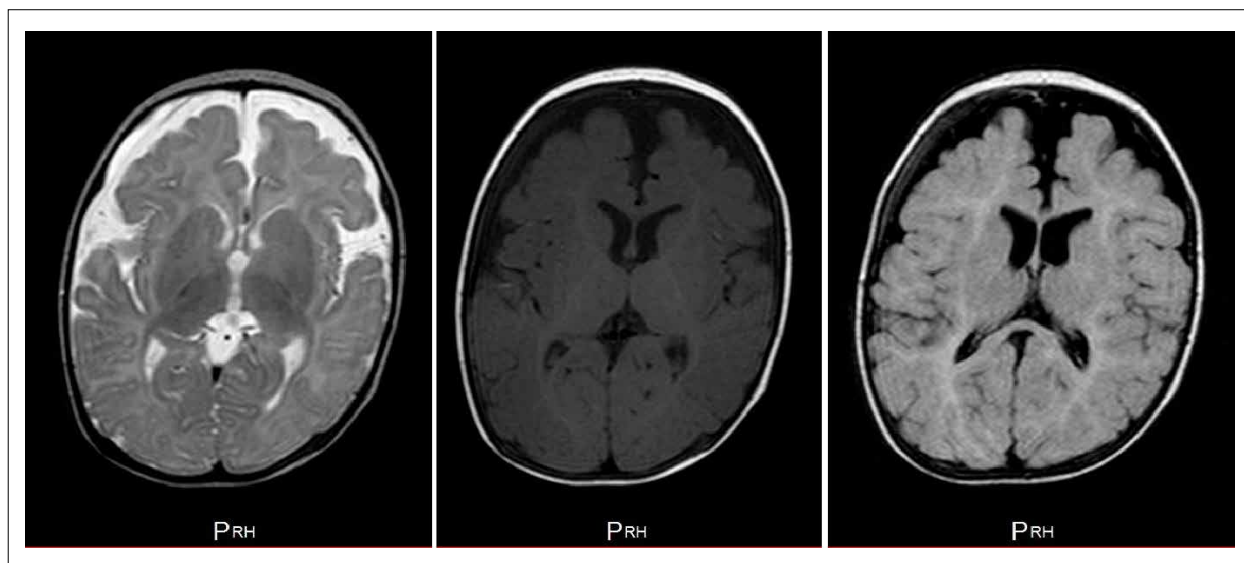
Resonancia magnética nuclear cerebral T2, T1 y FLAIR, sin hallazgos anormales.
